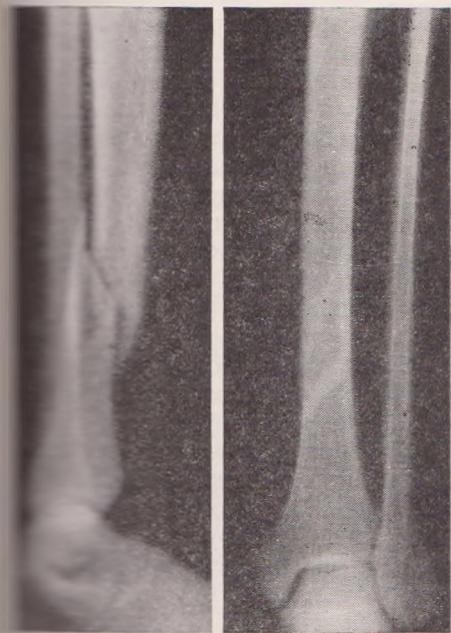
Рентгенограммы перелома костей голени со смещением отломков.
